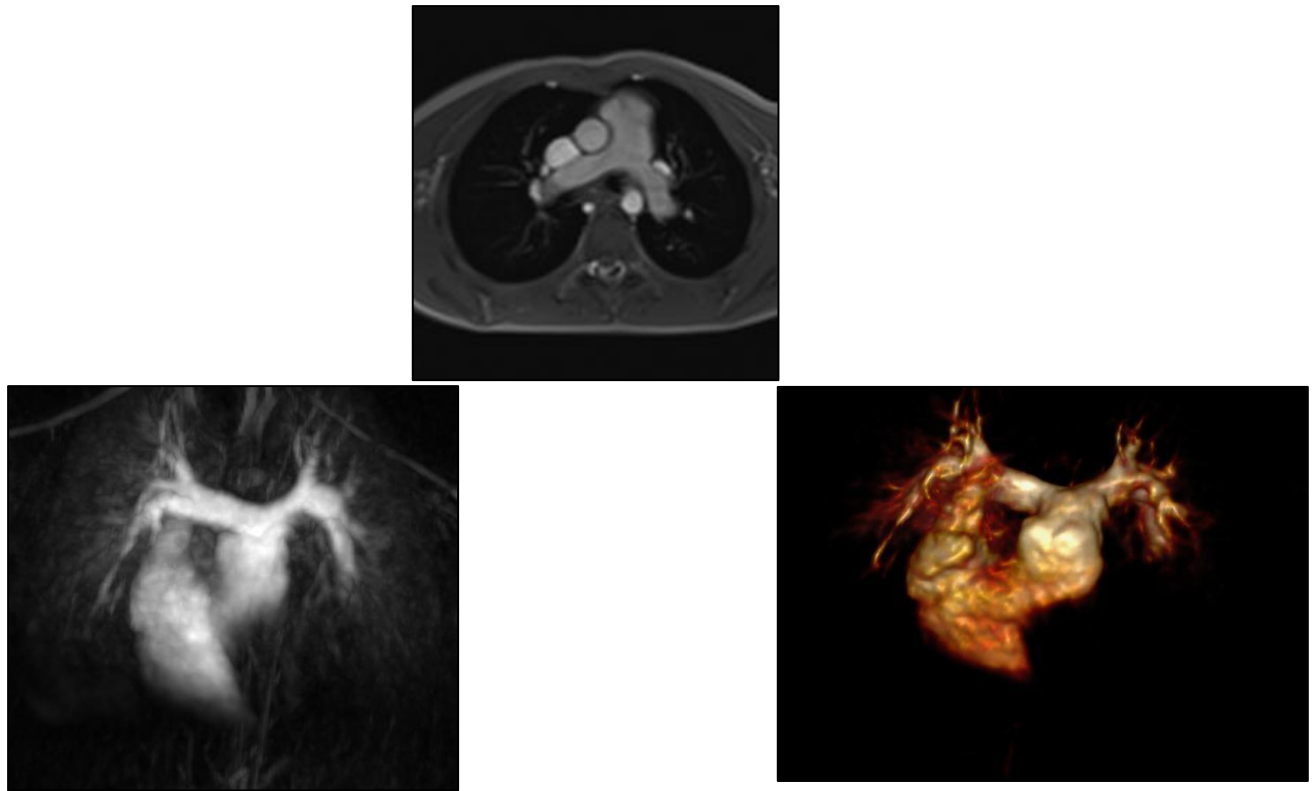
Die 2D- und 3D-rekonstruierten kardialen MRT-Bilder zeigen beispielhaft ein ausreichendes Wachstum der zentralen und peripheren Pulmonalarterien ohne relevante Stenose sieben Jahre nach Korrektur einer IAA vom Typ A.
